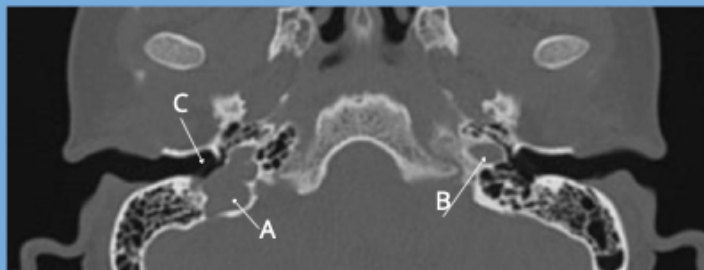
TAC cráneo, hueso temporal, corte axial. (A) Bulbo yugular ectópico. (B) Bulbo yugular normal. (C) Dehiscencia bulbo yugular.
